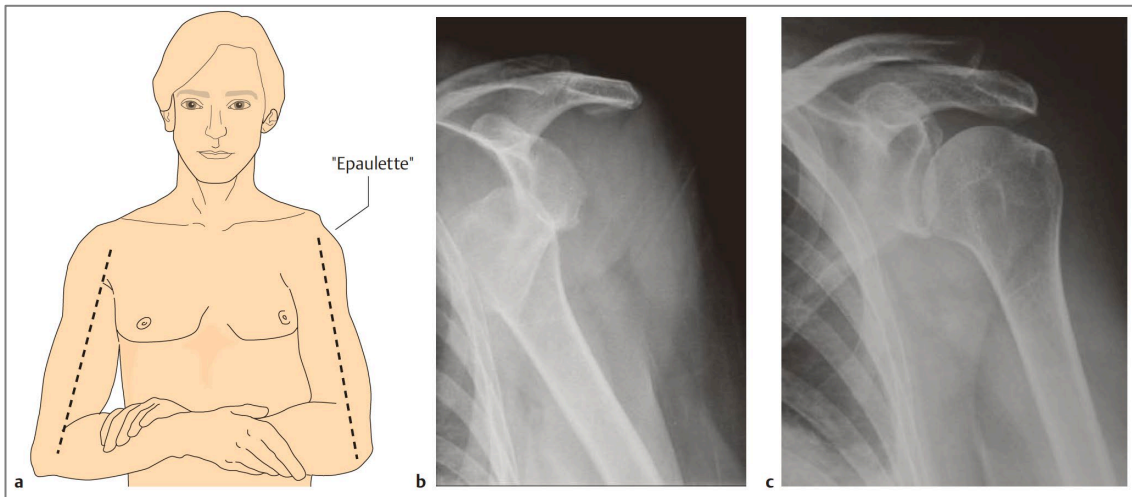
„Klinik und Röntgenbefund bei Schulterluxation a „Epaulettenphänomen“ bei Schulterluxation links. b Röntgenbild einer linken Schulter mit Luxation des Humerus in ventrokaudaler Richtung [...]. c Zustand nach Reposition.“ [24]
